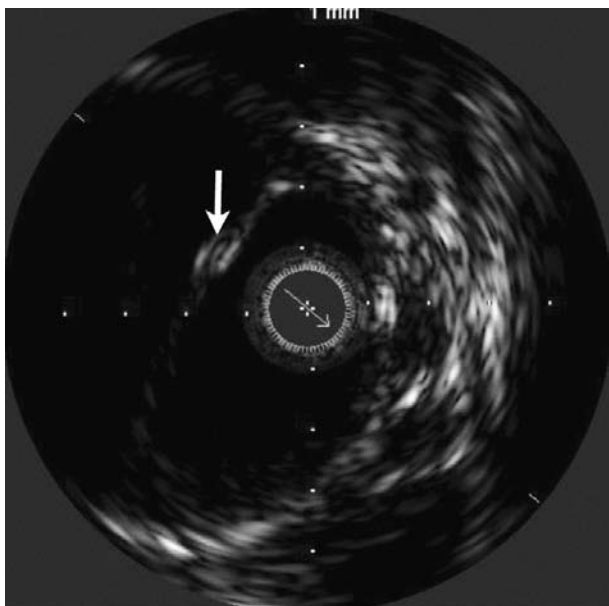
Intravascular ultrasound showing a detached intimal flap (arrow).
